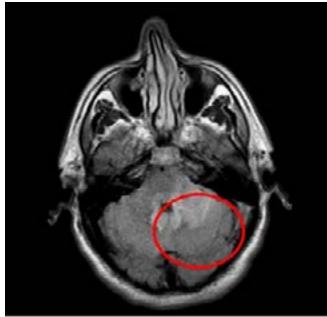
IRM de cerebro T1
